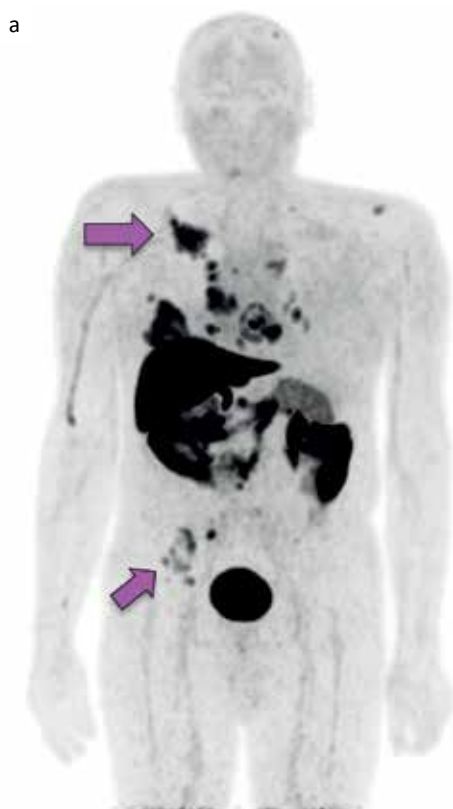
Пациент Ф. Рак правой молочной железы, ПХТ, РМЭ в 2005 г. Прогрессирование в 2020 г., рецидив в п/о рубец, ПХТ + ГТ, в 2021 г. Выявлены метастазы в костях. В 2022 г. МХТ, ГТ (смена терапии с АЭ на летрозол в 2022 г.), бисфосфонаты (БФ). MIP (проекция максимальной интенсивности) а — изображение ПЭТ с ^{18}F -ФЭС, б — комбинированные ПЭТ/КТ-изображения с ^{18}F -ФЭС. Определяются множественные очаги патологического накопления РФЛП в лимфоузлах, мягких тканях правой грудной стенки, обоих легких, костях. Очагового накопления ^{18}F -ФЭС в предстательной железе не выявлено
